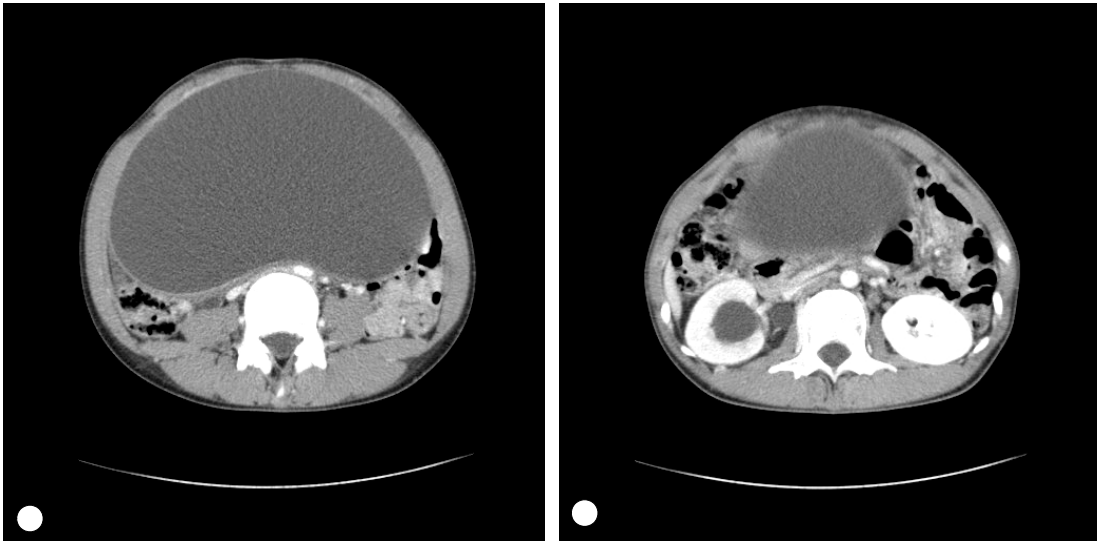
CT shows that the huge cyst occupies the entire abdomen(A) and the renal pelvis is dilated in right kidney (B).
